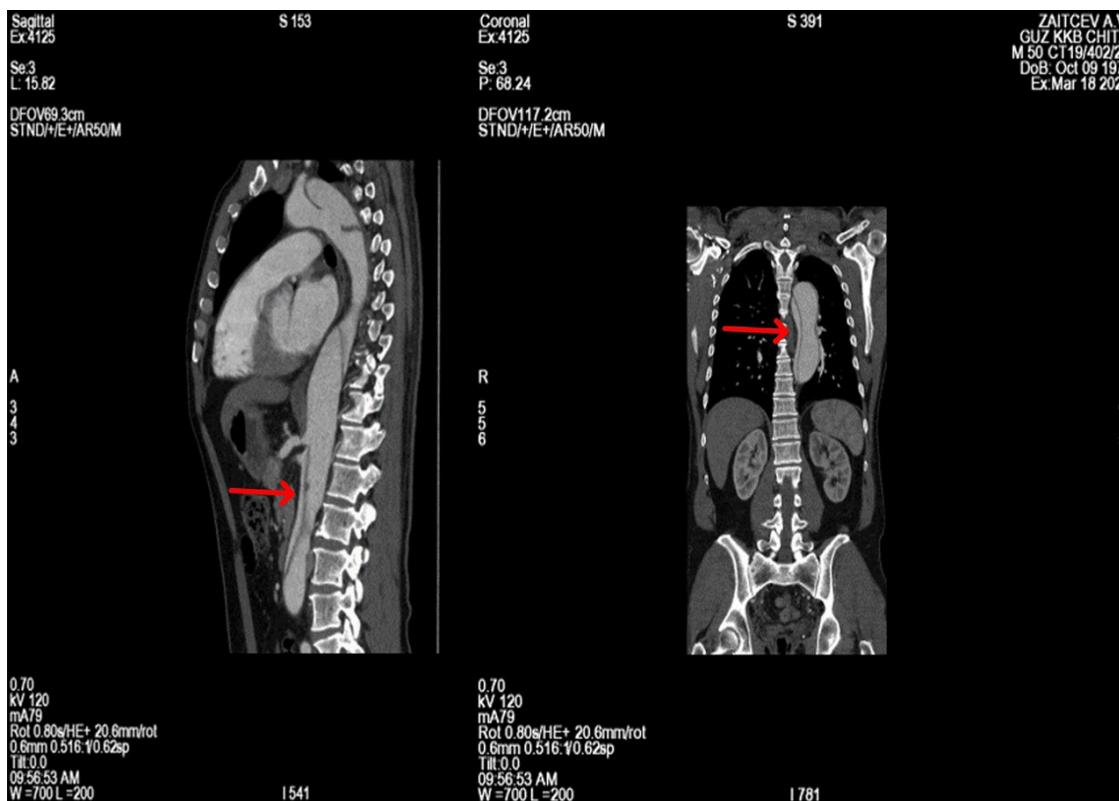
МСКТ-ангиография грудной и брюшной аорты.
